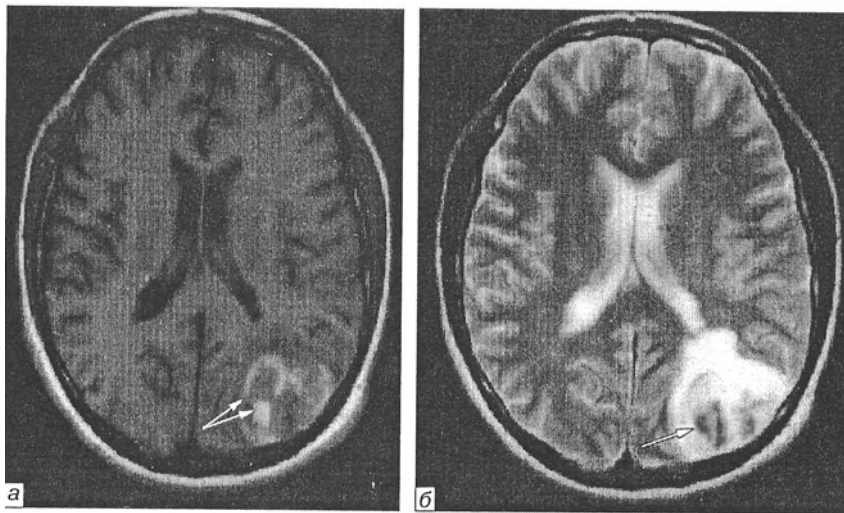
МРТ головного мозку хворого К., 37 років, на 4-ту добу від початку інсульту: *а* — гіперінтенсивні ділянки на T^* зваженому зображенні (стрілки); *б* — гіпоінтенсивні ділянки на T_2 -зваженому зображенні (стрілка) відповідають геморагічному інфаркту в потилично-тім'яних частках лівої півкулі головного мозку
